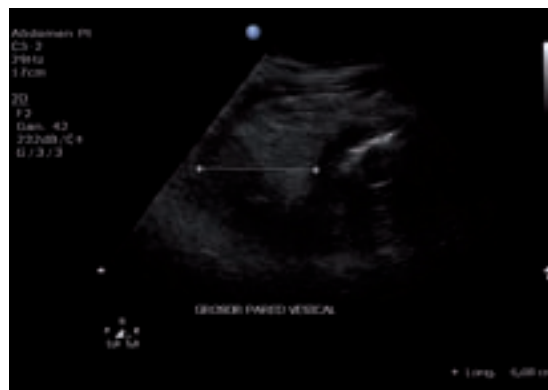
Ultrasonido de vejiga en el que se advierte un engrosamiento de todas las capas de la vejiga y el tejido perivesical, así como la presencia de gas por debajo de la mucosa vesical.
